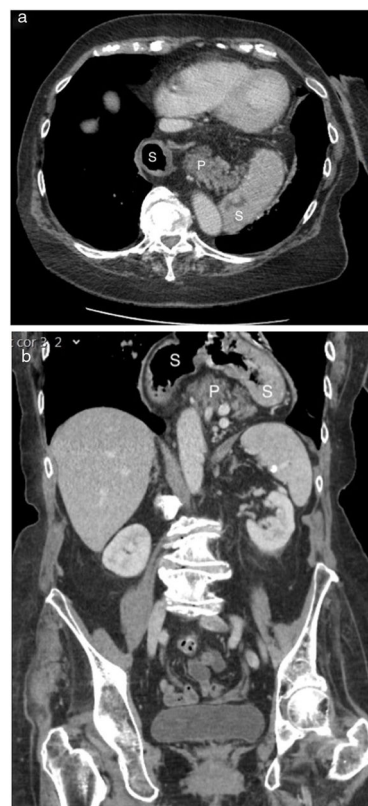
Imágenes de TC del páncreas intratorácico. Imagen de TC axial (a) y coronal (b) donde se muestra la hernia total de estómago (S), asociada con un páncreas casi completamente herniado (P).
